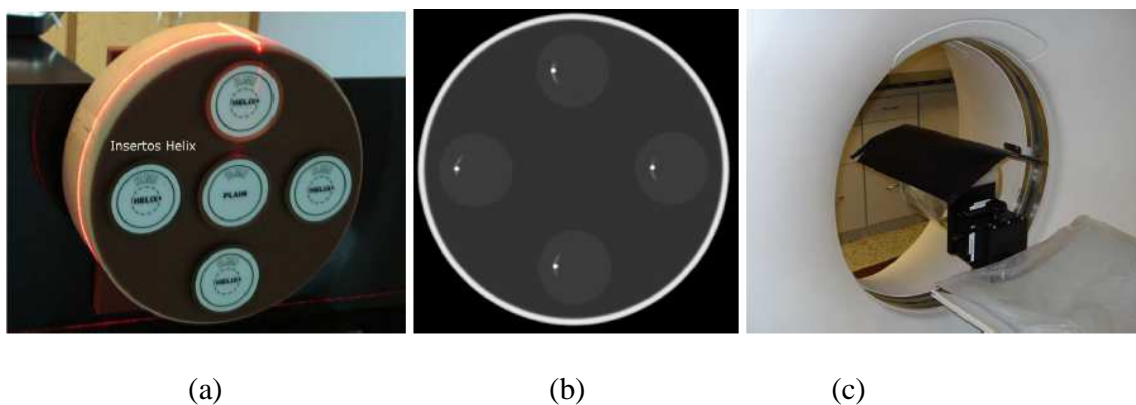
Alineación de luz de campo: (a) Maniquí RMI región cabeza y los cuatro insertos , colocados en las cavidades interna del maniquí (b) Imagen obtenida al explorar el maniquí y los insertos “HELIX”, se observa las cuatro esferas de acero con idéntica forma lo cual indica que el maniquí está centrado o nivelado con el sistema TC (c) película de terapia situada sobre un maniquí [9]
